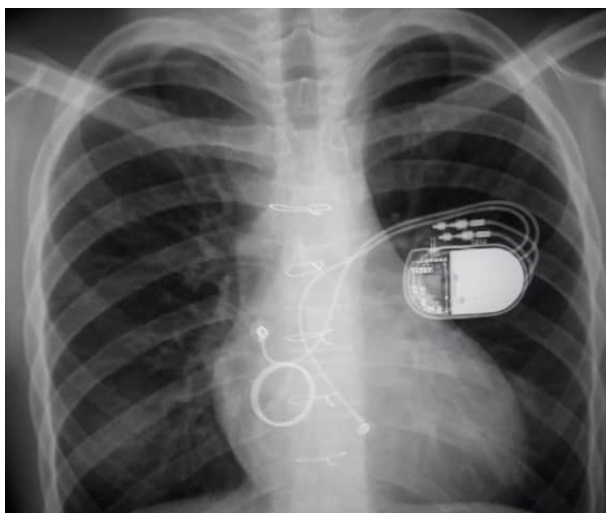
Radiografía anteroposterior que muestra el sistema epicárdico DDD.
